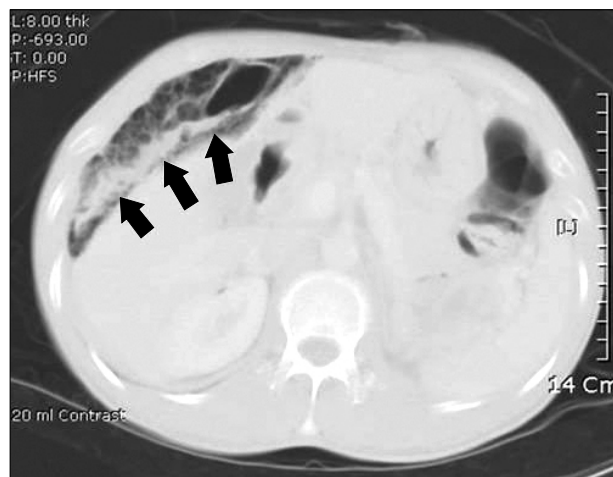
Abdominal CT. In lung setting, small bowel conglomeration into right subphrenic space and marked pneumatosis intestinalis in small bowel loops are shown (arrow).
